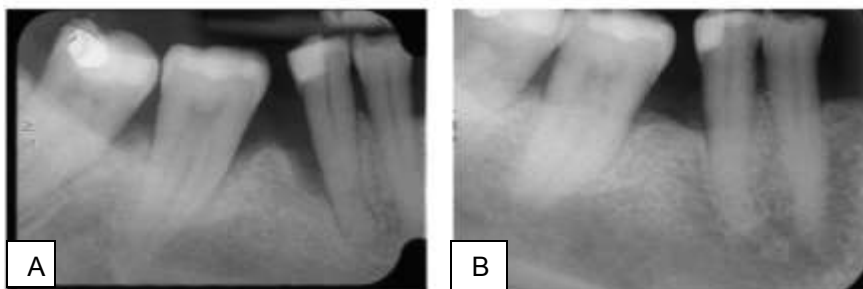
Defecto intraóseo situado en la cara distal del segundo premolar mandibular derecha. A, radiografía periapical preoperatoria; B radiografía tomada a los 12 meses⁸³.
